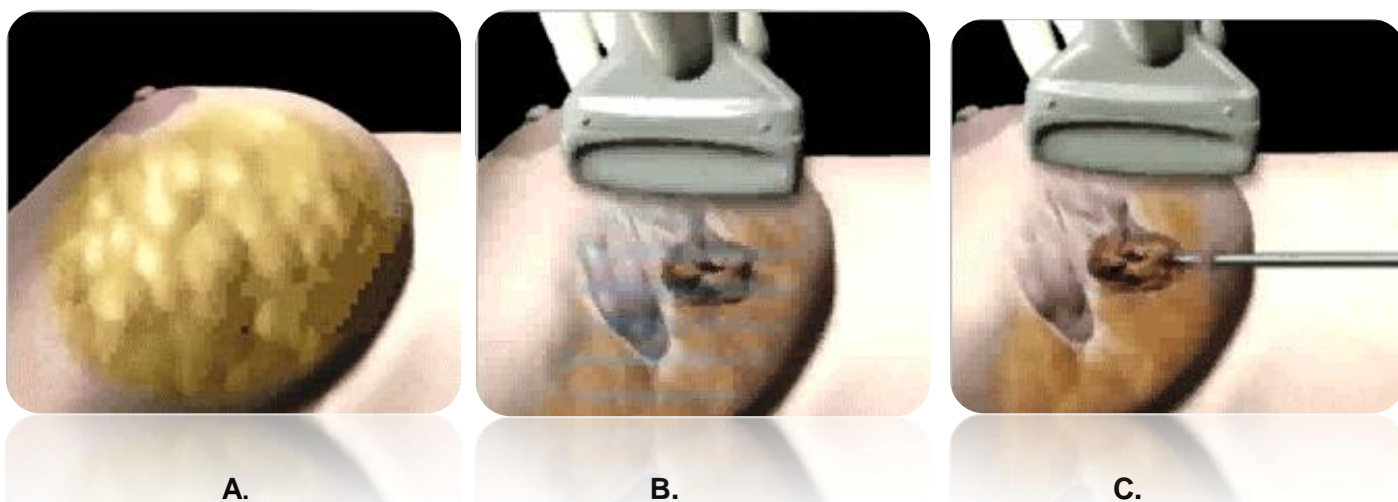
A. A mama é preparada e uma anestesia local é administrada; B. O fibroadenoma é encontrado ecograficamente; C A criossonda de calibre 13 G é introduzida na mama.
